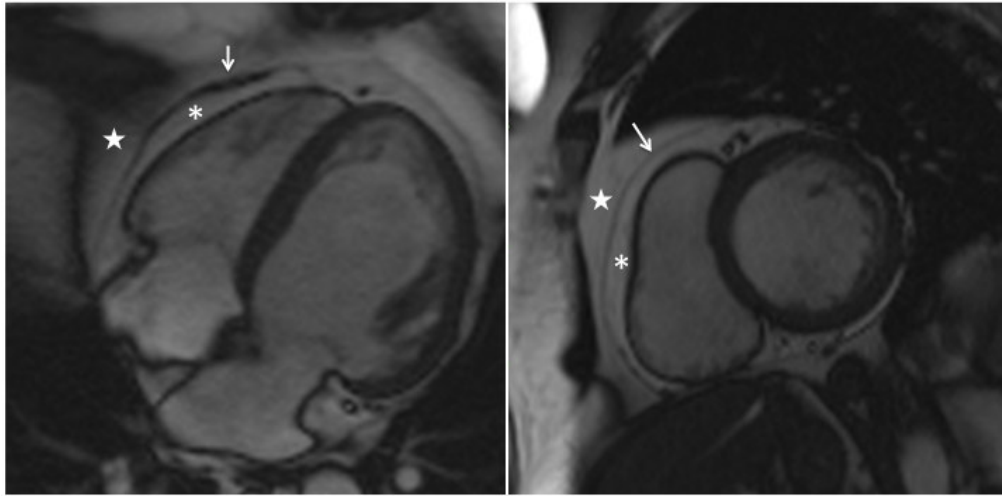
Caracterização do pericárdio (seta branca), gordura epicárdica (asterisco) e gordura paracárdica (estrela) em exame de Ressonância Magnética Cardíaca (sequência SSFP cine images), no eixo-longo 4 câmaras e eixo-curto basal ao final da diástole.
